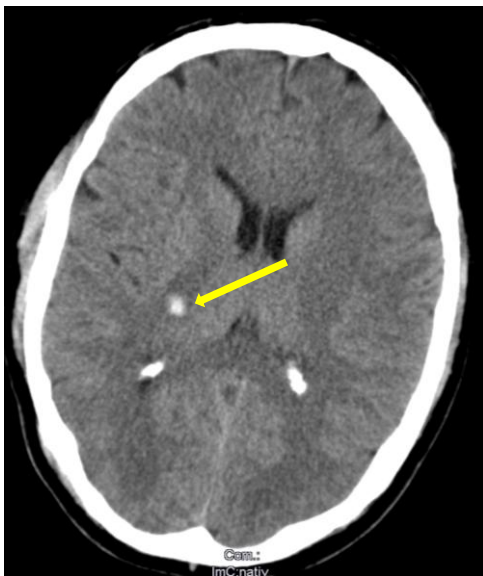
Postinterventionelles CT des Schädels nach Entfernung des Zimmermanns-Nagels. Im Bereich der rechten capsula interna kommt eine kleine ICB zur Darstellung (gelber Pfeil).
